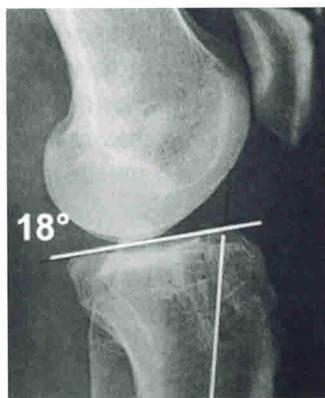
Рентгенограмма коленного сустава в сагиттальной плоскости с рецидивной нестабильностью при значительно увеличенном «заднем slopes» (posterior slop)
